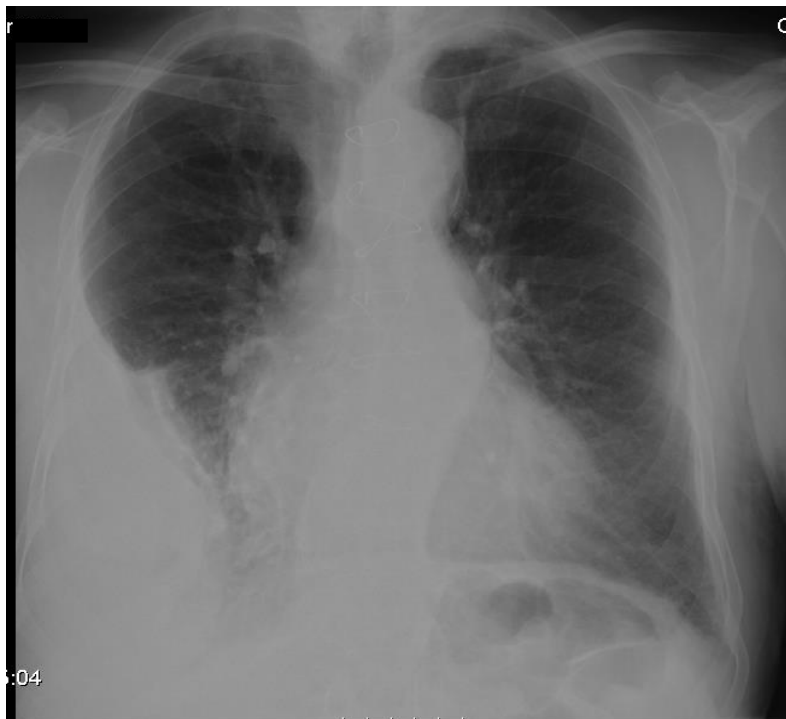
Radiografia do tórax à admissão
